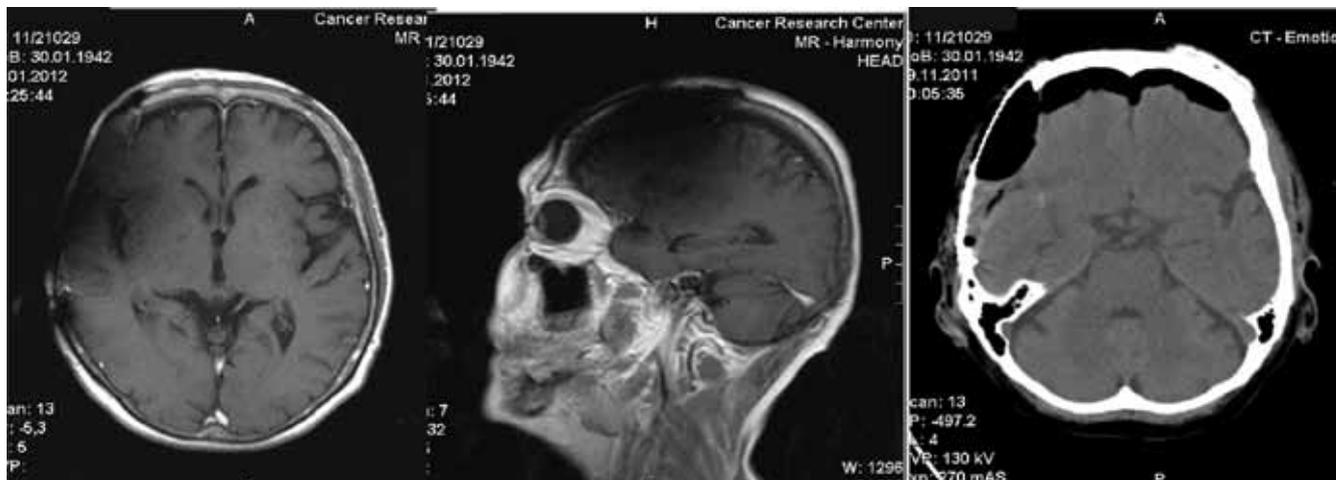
МРТ- и КТ-исследования ГМ после операции
